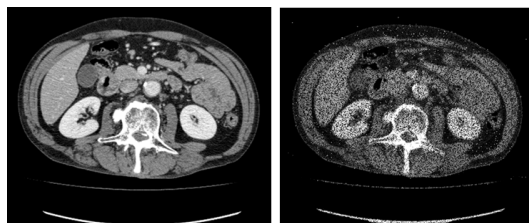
(左)高品質 CT 画像, (右)擬似低品質 CT 画像
